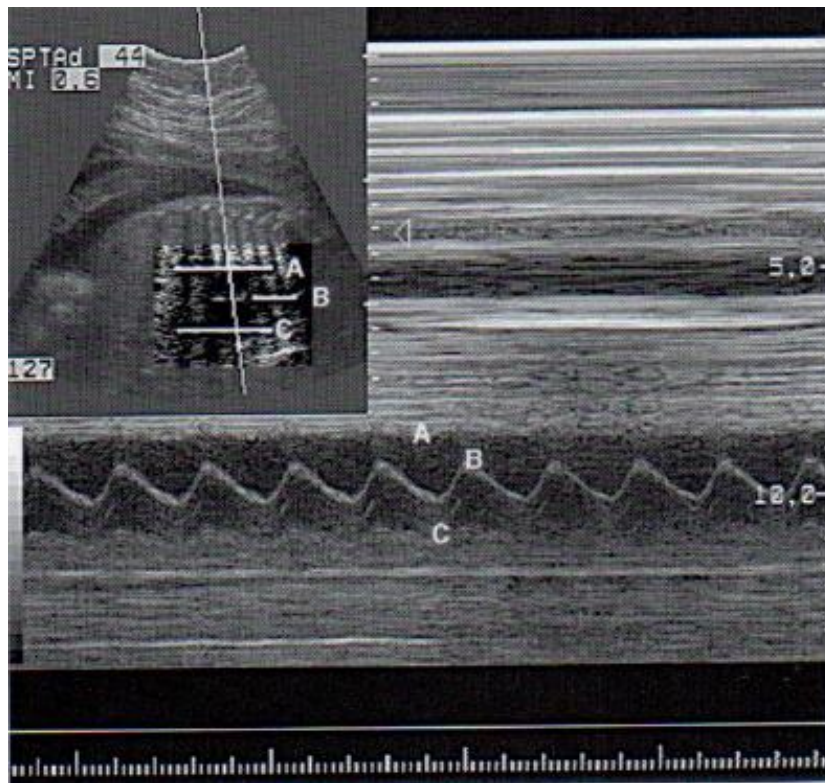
Representación en Modo M. La ecografía en modo M muestra los cambios de la amplitud y posición del eco en función del tiempo. Ésta es útil en la evaluación de estructuras que se mueven rápidamente* ⁽⁷⁷⁾.
